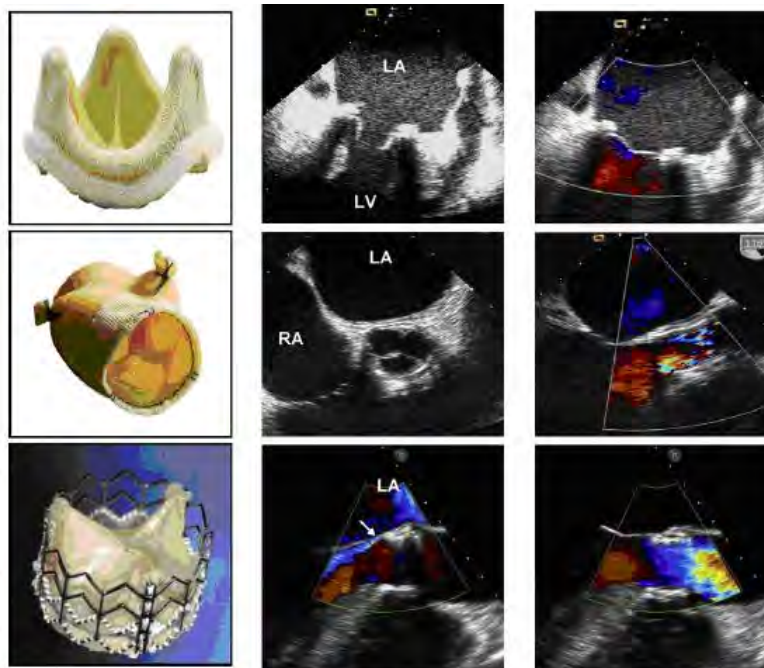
Ejemplos de valvulas biologicas con stent, sin stent y percutanea y sus características ecocardiograficas en diastole (medio) y en sistole (derecha) como se ven por ETE. La valvula sin stent se inserta mediante la tecnica de inclusion de la raiz. La IAo perivalvular leve en la valvula percutanea se muestra con la flecha. La valvula percutanea biologica es actualmente solo para uso de investigacion. Videos 7 a 10 muestran el movimiento valvular y el patron doppler color de estas valvulas. [Ver videos online.](#)
